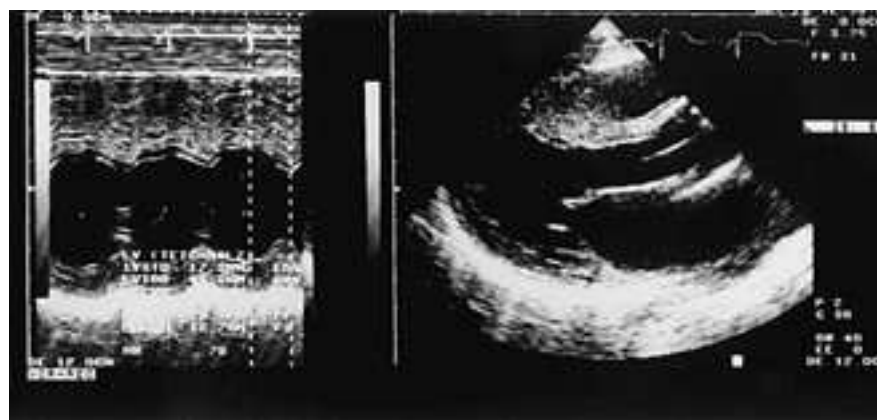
Ecocardiograma modo M y 2D del paciente a los 11 días del ingreso en el que se observa hipertrofia septal marcada.
